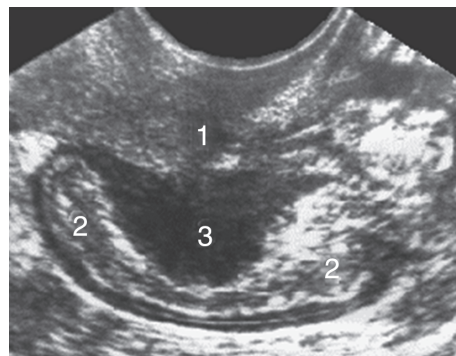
Ретроцервикальный эндометриоз с прорастанием прямой кишки: 1 — шейка матки; 2 — кишка; 3 — очаг эндометриоза. УЗИ
